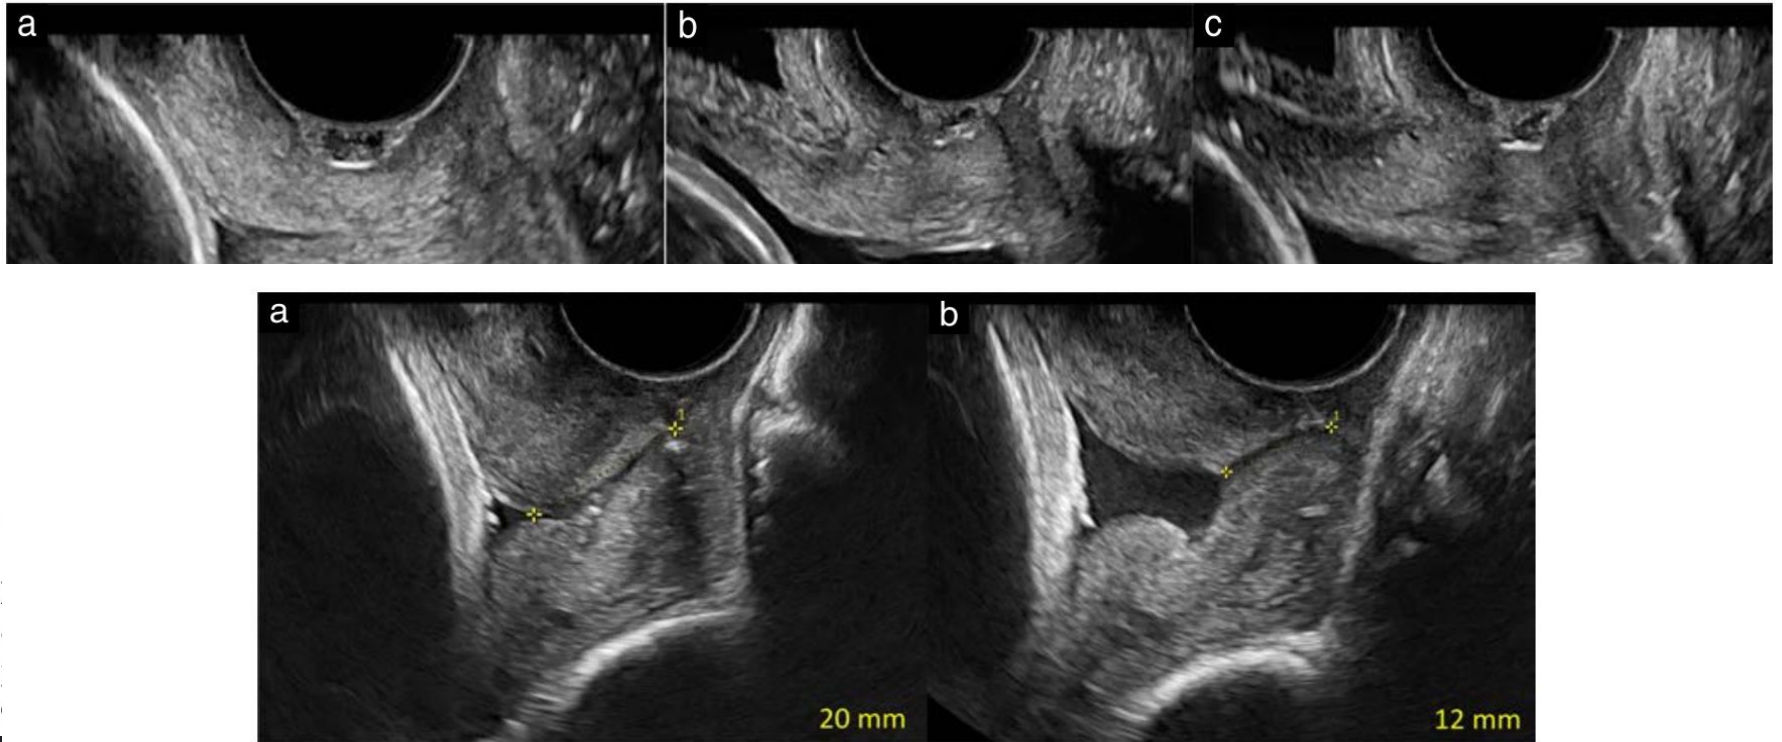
Transvaginal ultrasound measurements of cervical length in the same patient, taken 1 min apart, showing the relevance of taking a minimum of three technically correct measurements to allow observation of dynamic changes over time. Note that both cervical lips have approximately the same width in (a) and (b).
